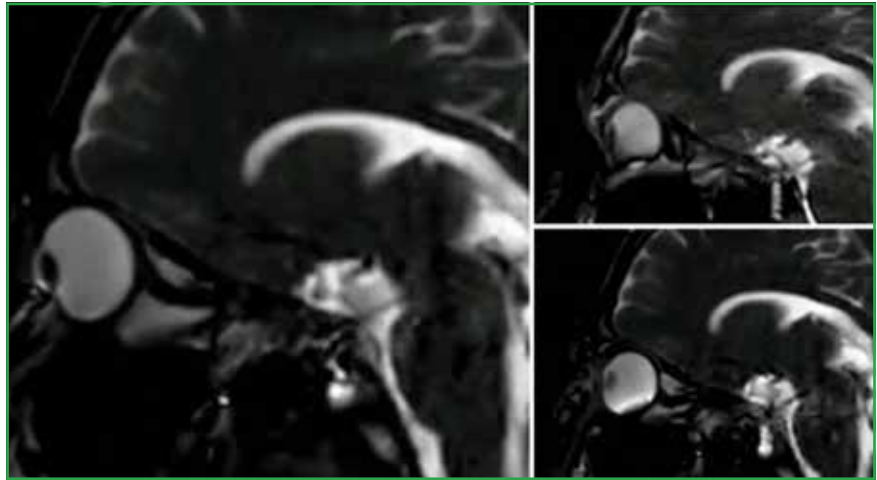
Extraits d'une séquence acquise en imagerie par résonance magnétique (IRM) dynamique au cours de laquelle un volontaire sain s'est frotté les yeux avec les phalanges des mains. Ces images se passent de commentaire. Outre l'existence d'un traumatisme cornéen, ces séquences suggèrent que l'intégralité du globe oculaire peut être affectée par ces manœuvres. De fait, des cas d'hyphéma, de décollement de rétine et de luxation cristallinienne ont été attribués à des frottements oculaires excessifs.
